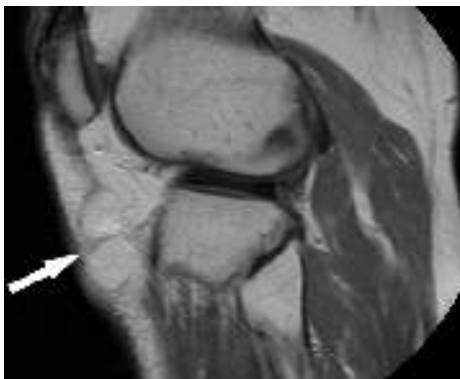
Scansione sagittale RM T1-pesata che dimostra la lesione della Fig.7 in sede paratulea anteriore (freccia); il segnale è di tipo adiposo.
